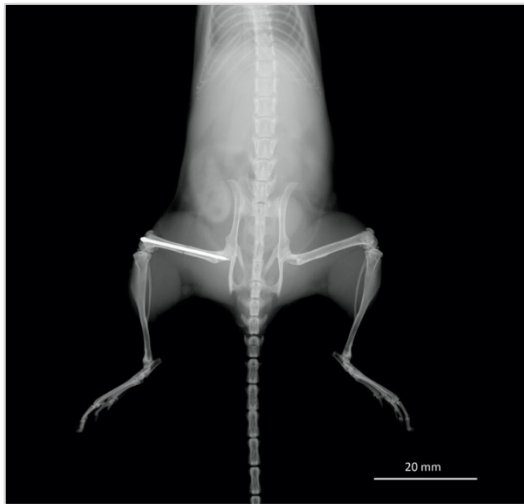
Repräsentative Darstellung eines Röntgenbildes eines Versuchstieres mit Osteosynthetisch versorgte Femurfraktur rechts. Skalierung: 1 cm.
